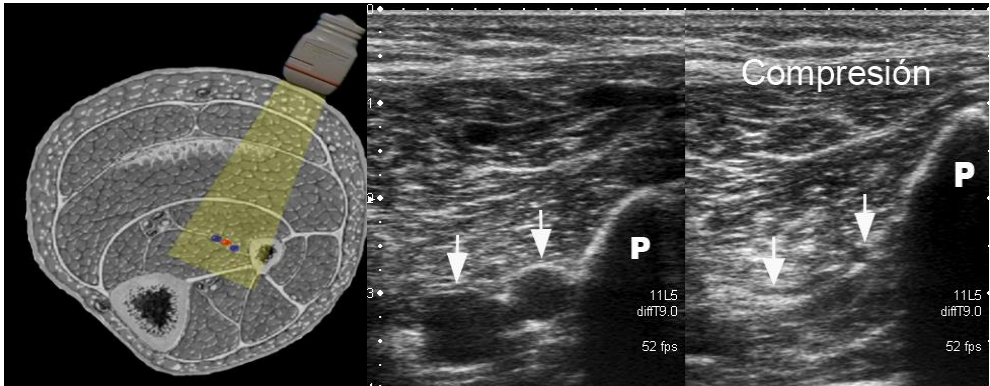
Venas peroneas permeables. Ecografía modo B, plano axial desde cara externa de pantorrilla, se observan las venas peroneas (izquierda) que se colapsan con la compresión (derecha), descartando la presencia de trombosis.
